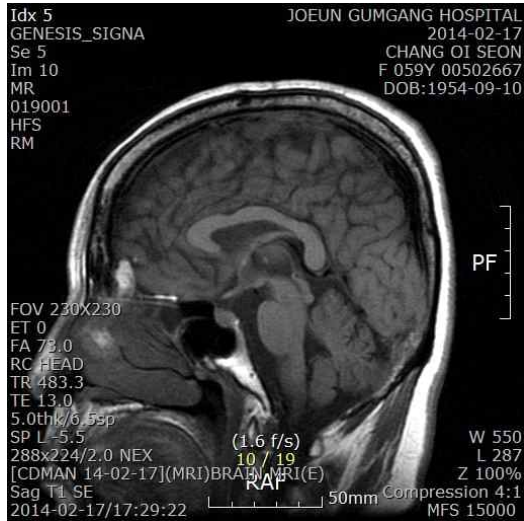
Brain MRI of a patient.
